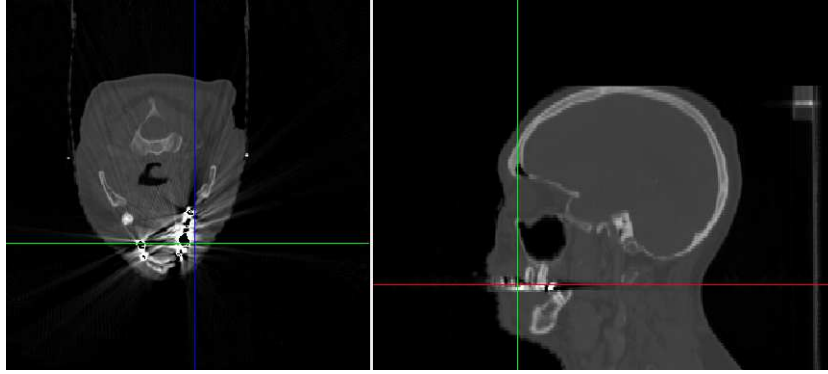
Imagem ilustrando artefatos causados por obturações ou implantes dentários em imagens CT da região da cabeça e do pescoço.
